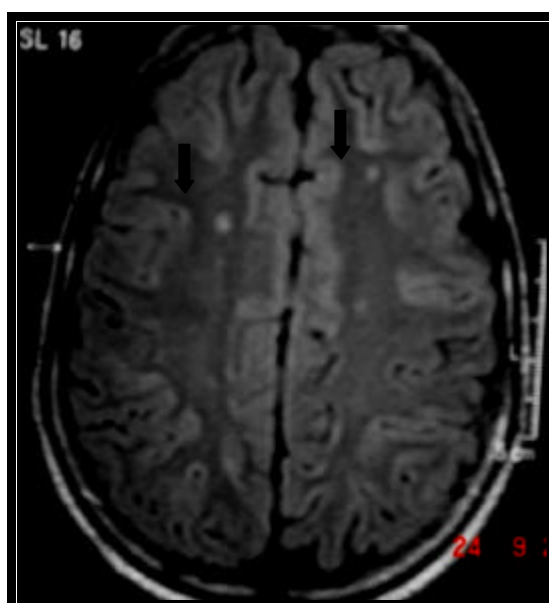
RM do crânio Axial FLAIR. Focos hiperintensos em ambos hemisférios cerebrais, predominando nas regiões frontais (setas).
